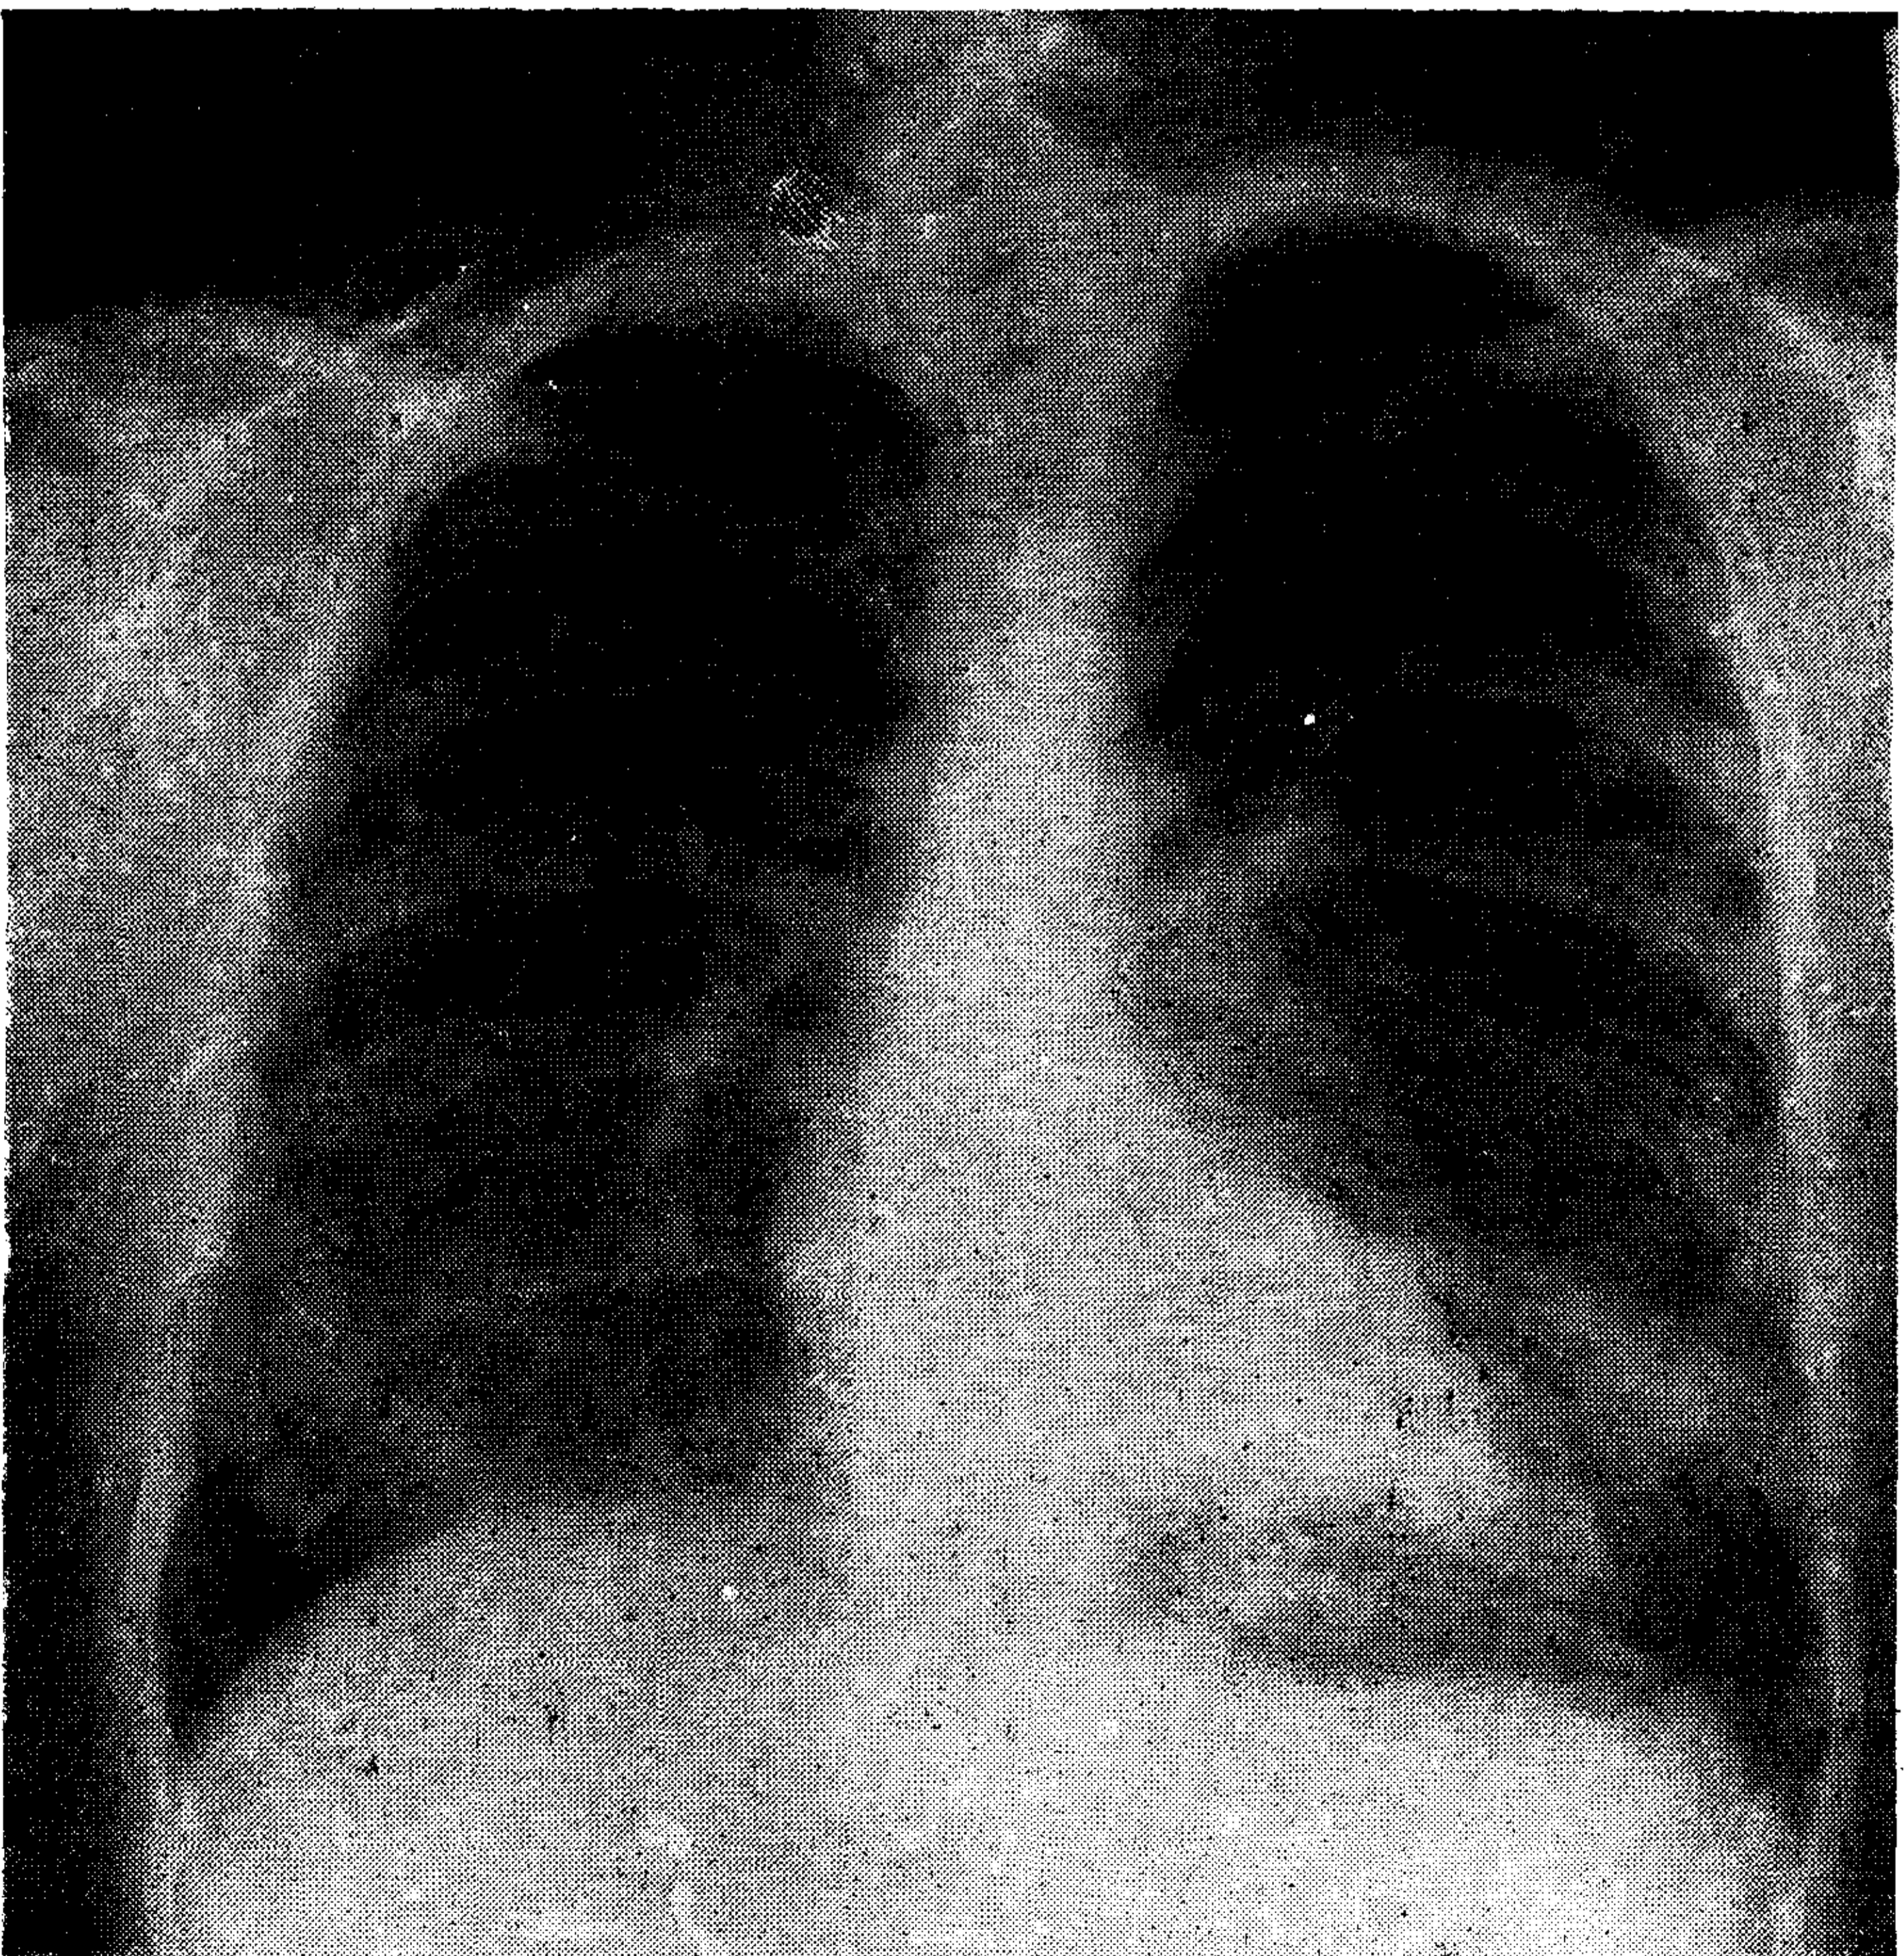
Radiografía del tórax (PA) del caso N° 3.
